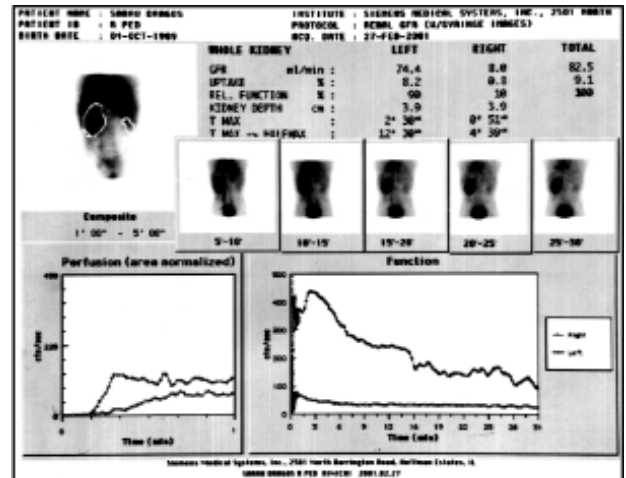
Aspect scintigrafic de rinichi unic funcțional
